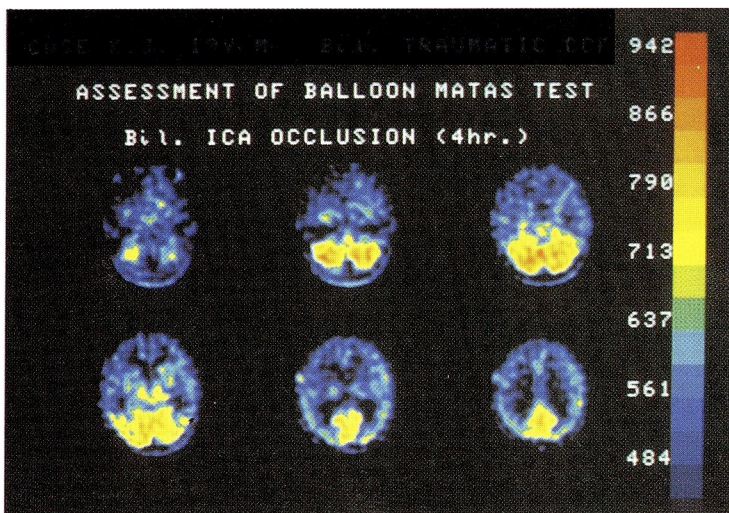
Tc-HM-PAO-SPECT study showed marked hypoperfusion area of bilateral carotid territory on bilateral balloon occlusion test.
